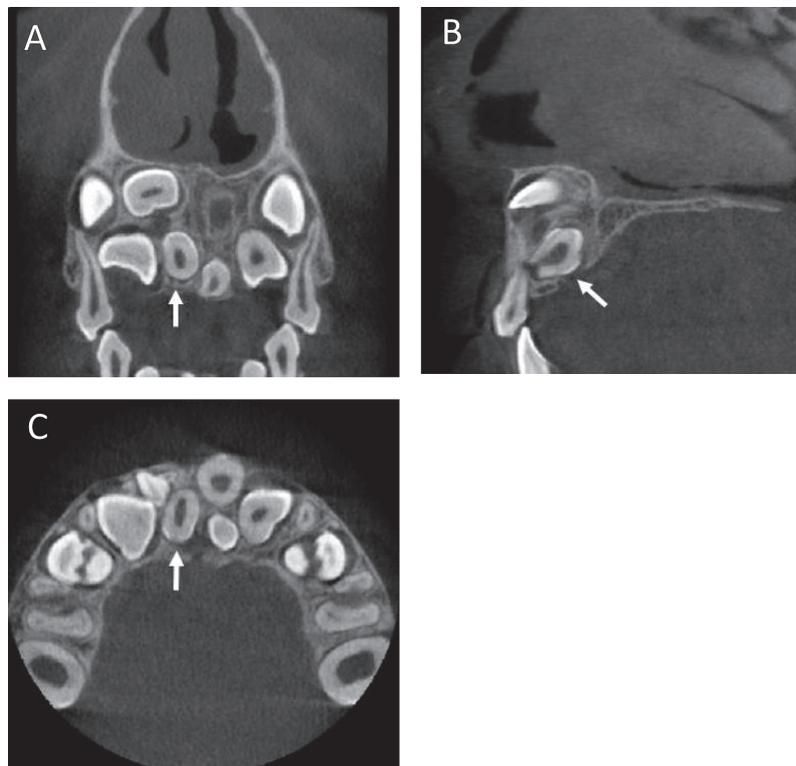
コンビーム CT 画像 (8 歳 1 か月)
